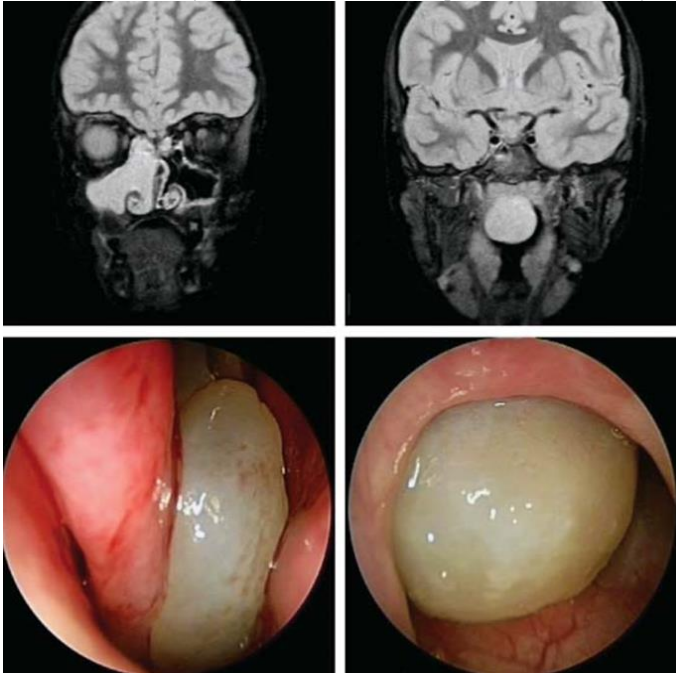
Відповідність рентгенологічних даних та ознак. Ендоскопічна картина – відповідність рентгенологічних даних та ознак на комп'ютерно-томографічних знімках
